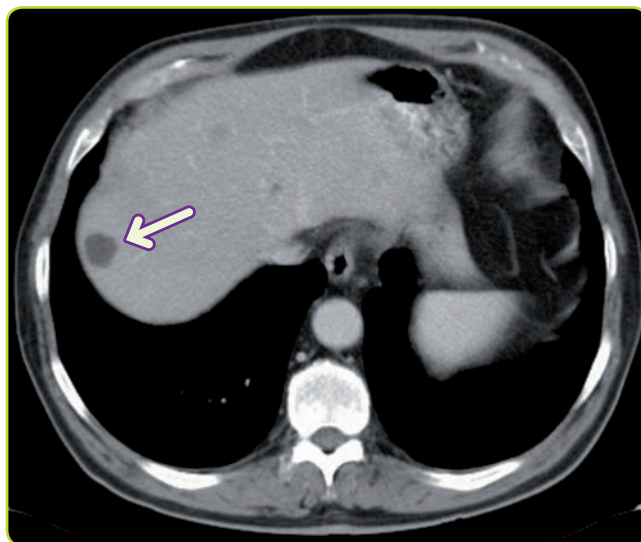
Quiste hepático benigno visto por TC, hipodenso respecto al parénquima hepático.
